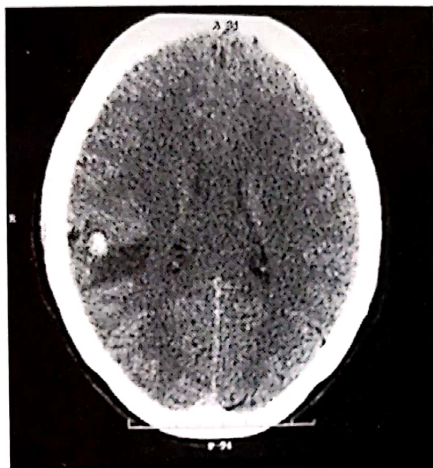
Examinare CT-scan axială care pune în evidență un cavernom parietal drept cu o mică zonă hipodensă perilezională (edem cerebral reactiv probabil la o sângerare recentă).
